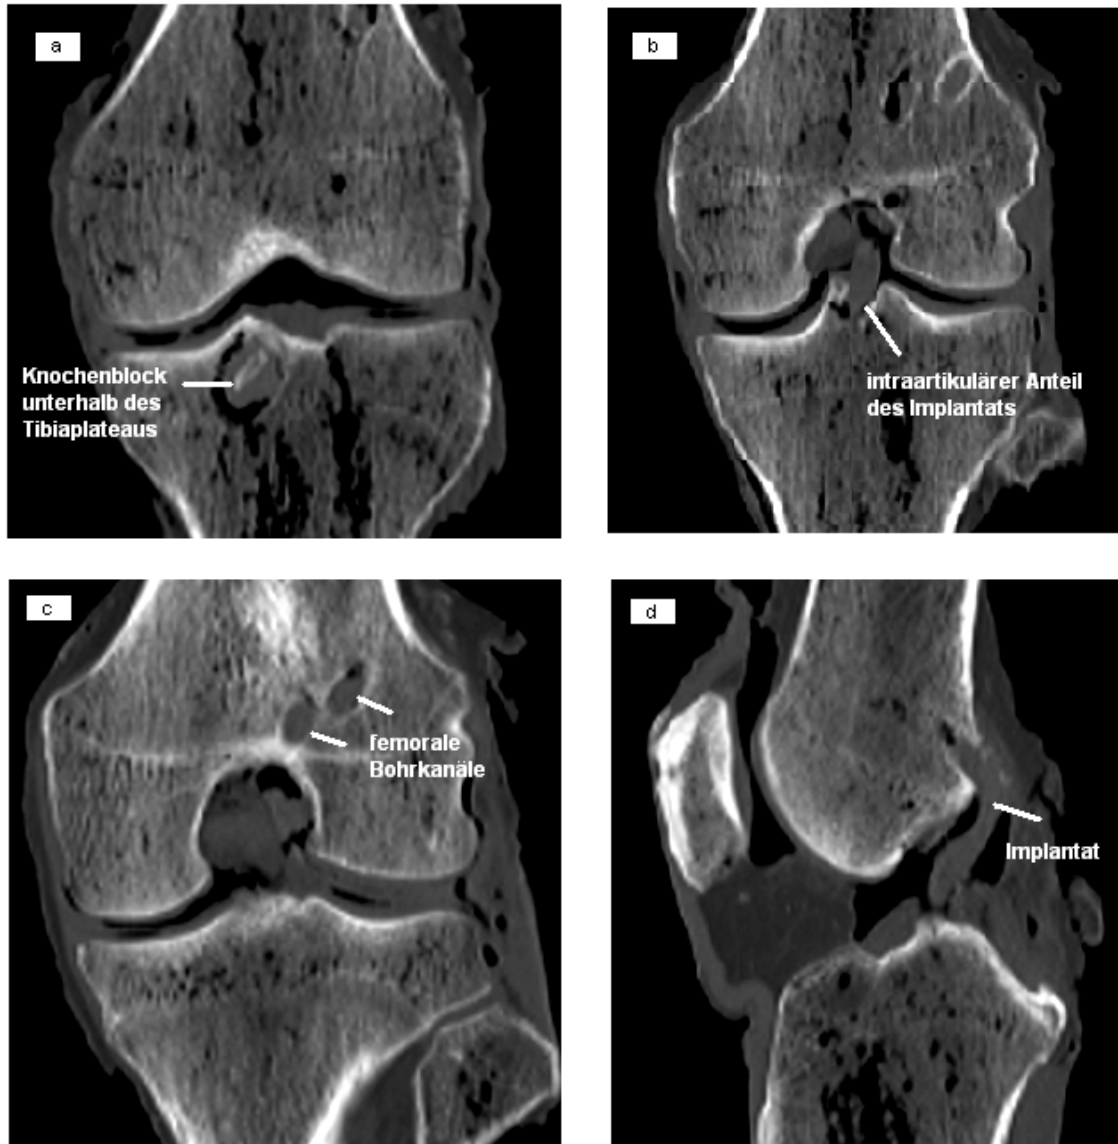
CT-Kontrollbilder in verschiedenen Ebenen im Anschluss an die biomechanische Testung zur Dokumentation des korrekten Einliegens des Implantats.
